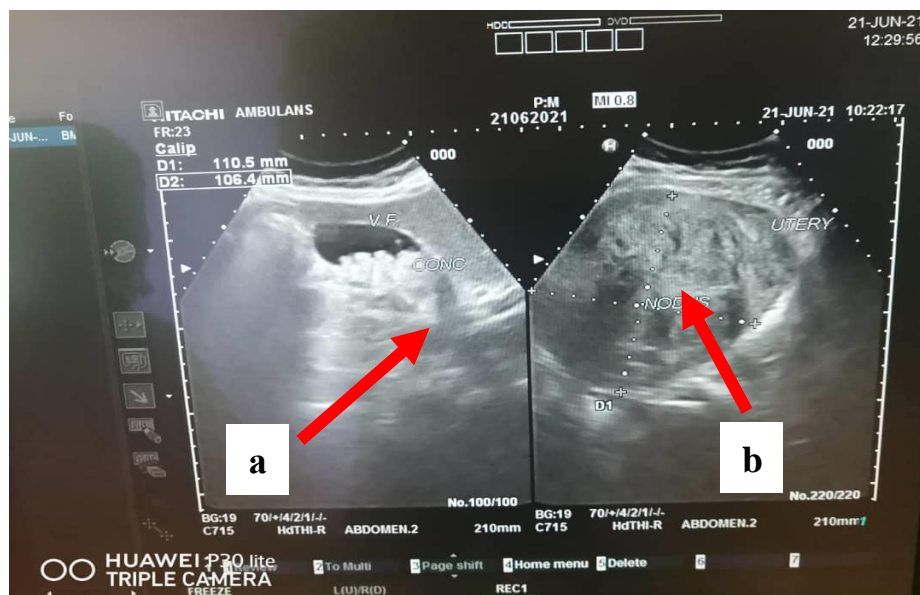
УЗИ. Сочетание ОКХ (а) и миомы матки (b)
